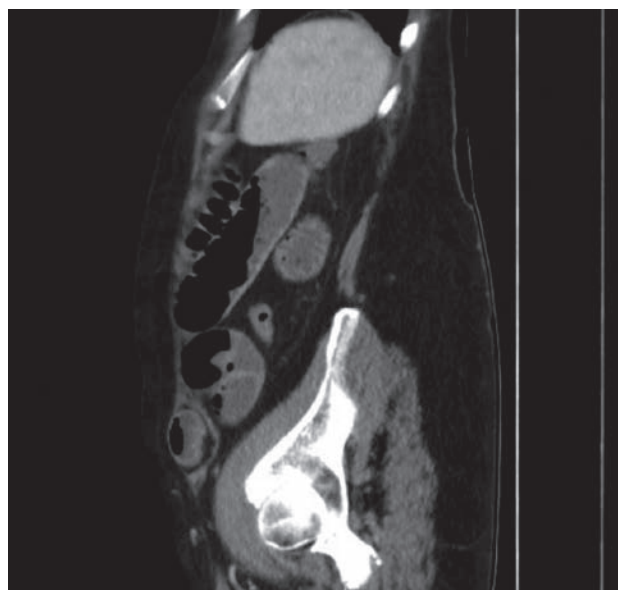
TAC de abdomen, corte sagital. Hernia de Spiegel izquierda con dilatación de asas proximales.
